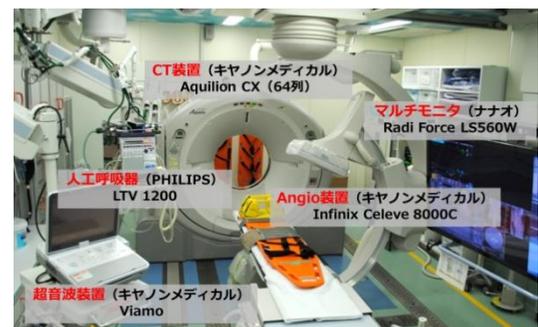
IVR-CT を備えた Hybrid ER
